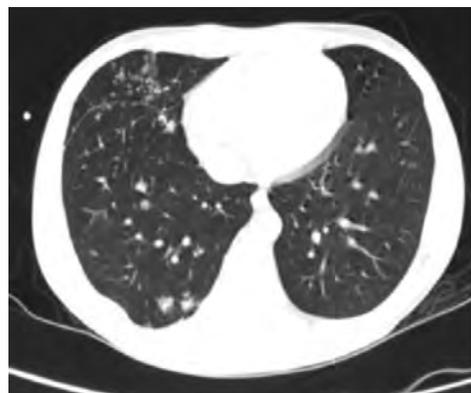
TAC corte axial. Se evidencian vasos pulmonares con múltiples nódulos parenquimatosos.
